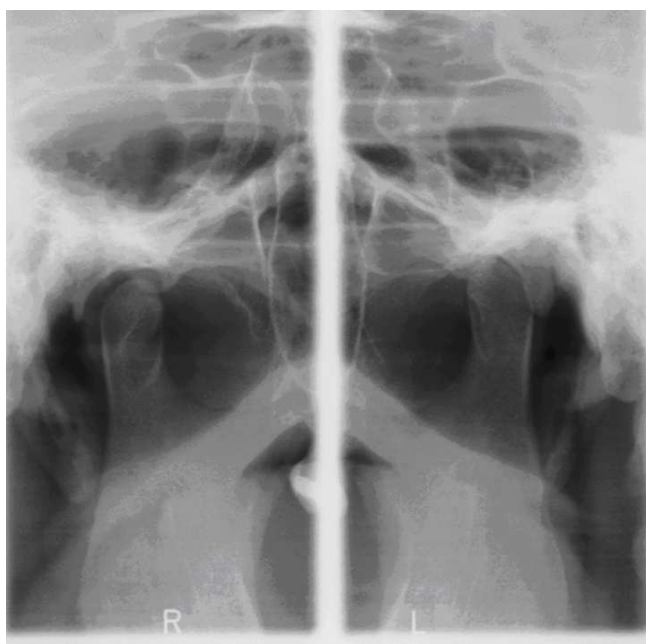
Рентгенограмма правого и левого ВНЧС б-ой Г., ист. бол. 2401. Выраженное сужение суставной щели в переднем отделе правого ВНЧС и расширение в заднем отделе при левостороннем вывихе
